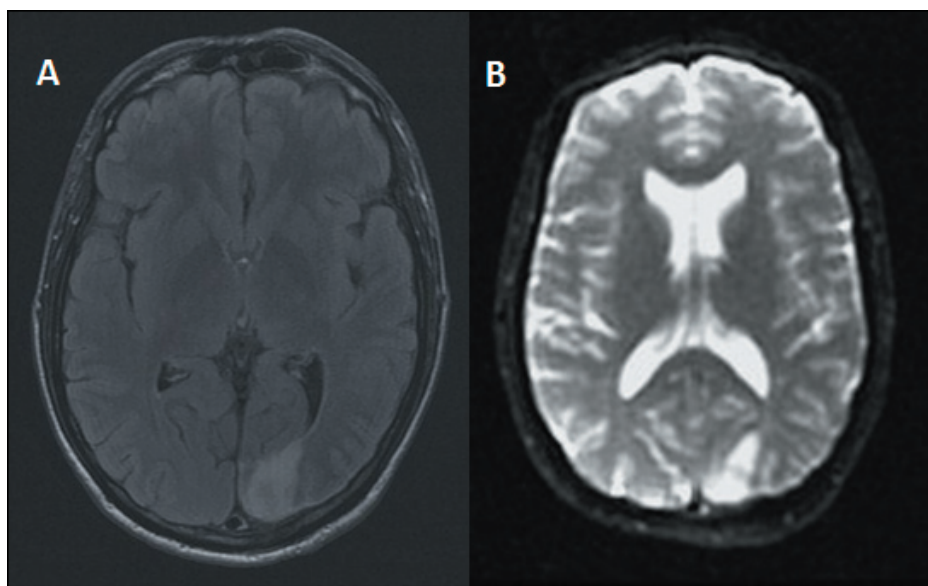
RM cerebral (2006) en la que se observa una lesión córtico-subcortical occipital izquierda de morfología triangular; hiperintensa en secuencias T2 FLAIR (A) con escasa restricción de la difusión (B).
